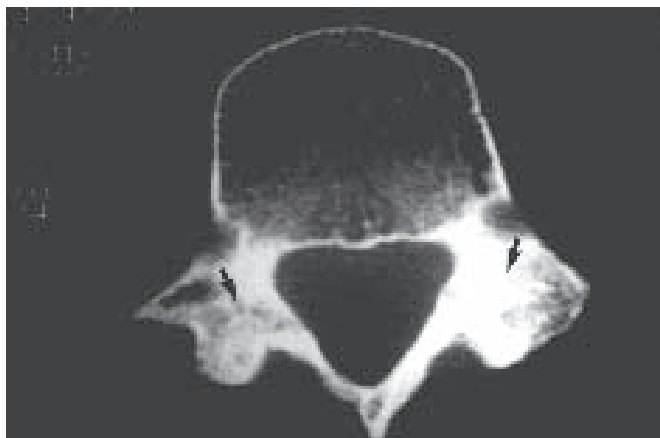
Tomografia axial computadorizada do paciente da figura 10 com seis meses de seguimento. Consolidação da espondilólise bilateral.
